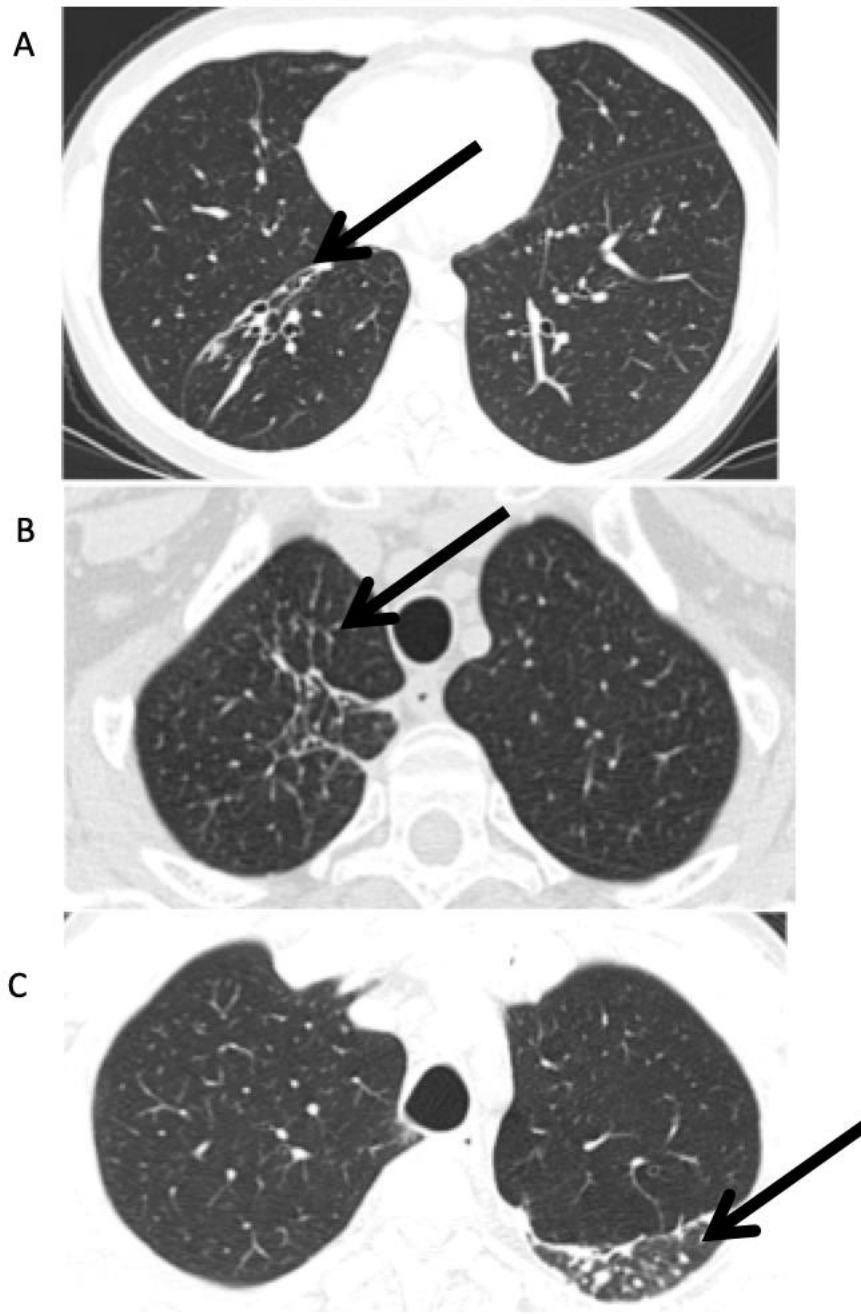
Representation of tomographic changes in axial sections in the pulmonary window: (A) bronchiectasis in the lower lobe of the right lung (arrow) (b) reticulations in the right upper lobe (arrow) and (c) small nodules (arrow).
